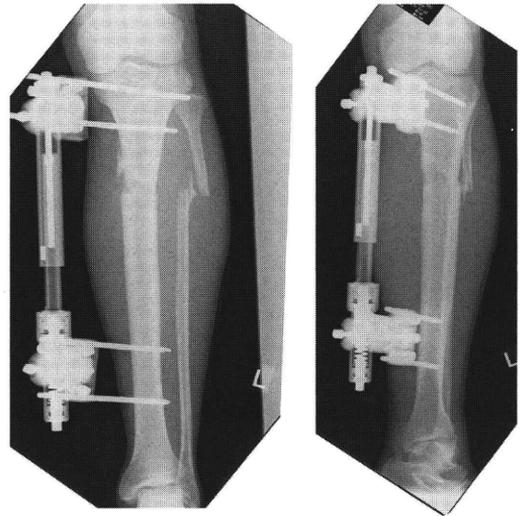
創外固定時の単純X線写真: 脛骨近位部に骨折を認める
